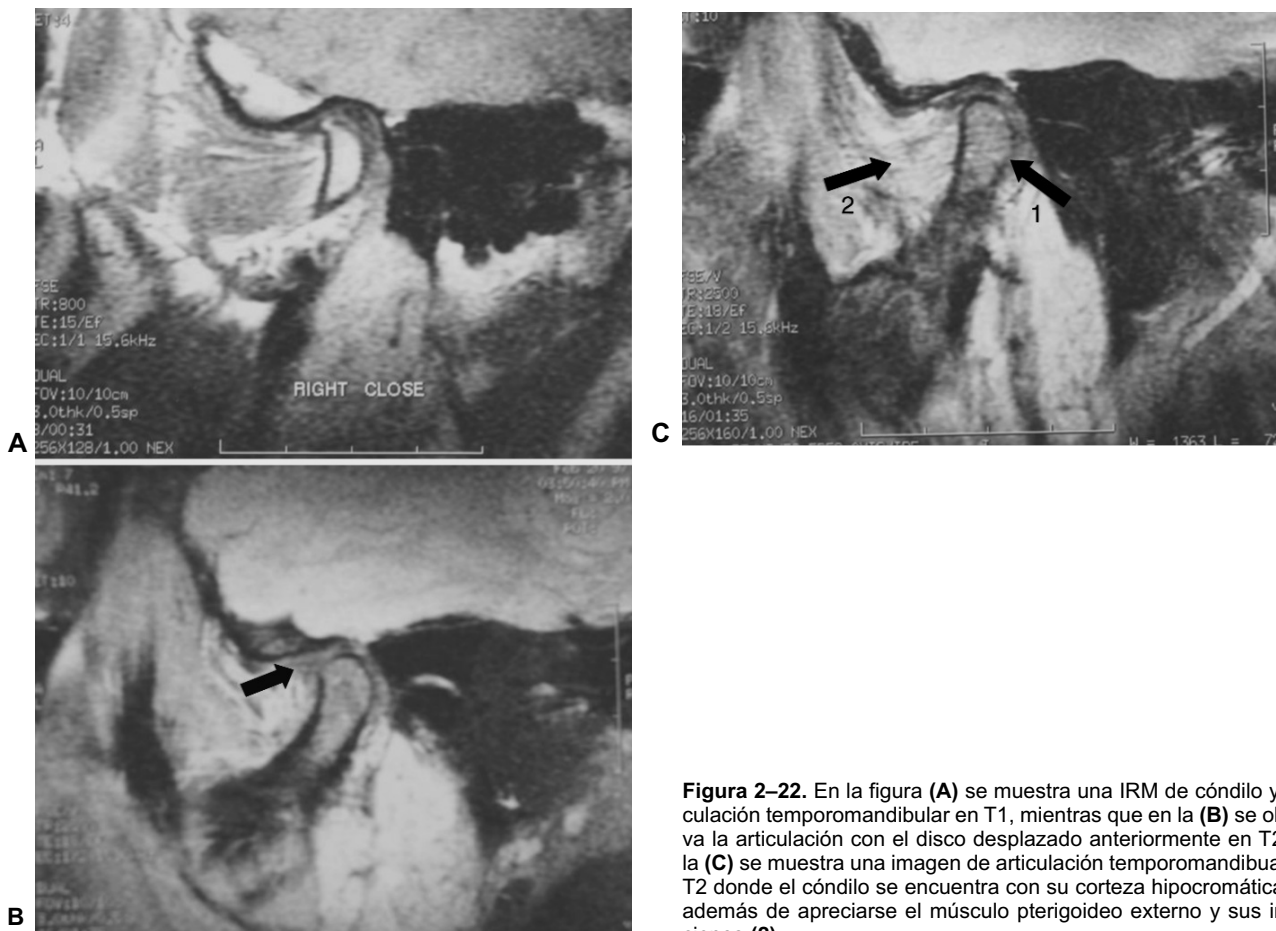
En la figura (A) se muestra una IRM de cóndilo y articulación temporomandibular en T1, mientras que en la (B) se observa la articulación con el disco desplazado anteriormente en T2. En la (C) se muestra una imagen de articulación temporomandibular en T2 donde el cóndilo se encuentra con su corteza hipocromática (1), además de apreciarse el músculo pterigoideo externo y sus inserciones (2).
